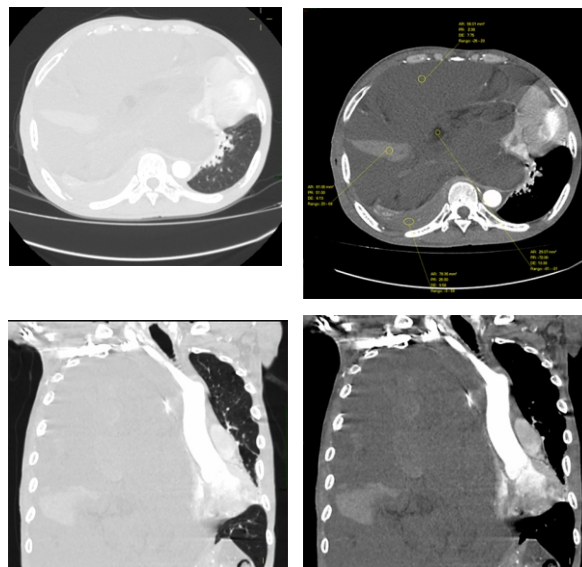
Tomografía contrastada de tórax cortes axiales en ventanas pulmonar (superior izquierda) y mediastínica (superior derecha), cortes coronales en ventanas pulmonar (inferior izquierda) y mediastínica (inferior derecha).
